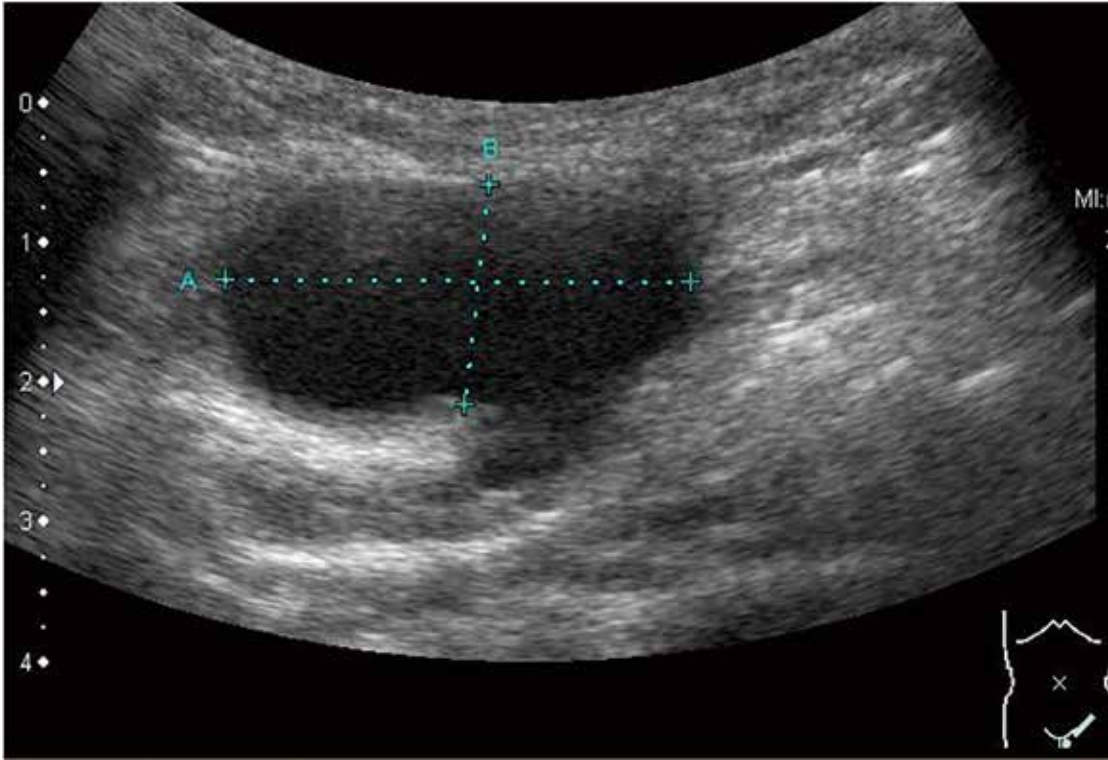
Ultrasonography shows a 3cm cystic mass at left inguinal region.
